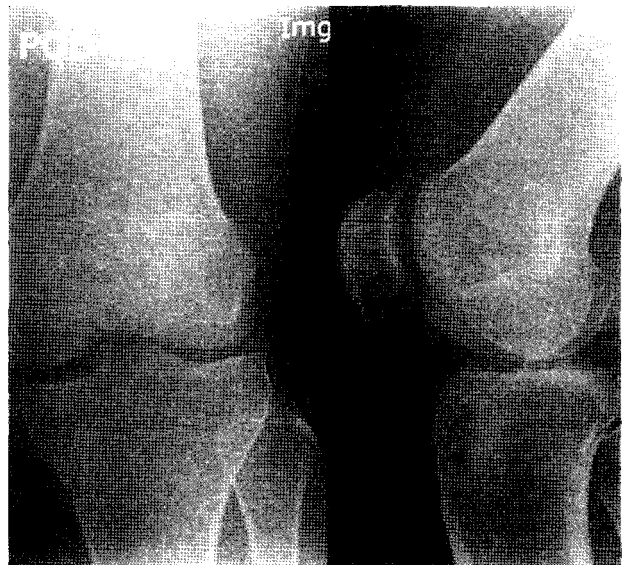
Anteroposterior and lateral radiographs at 4 months follow up after removal of interference bioscrew shows which defect of bone in femoral tunnel was improved.
